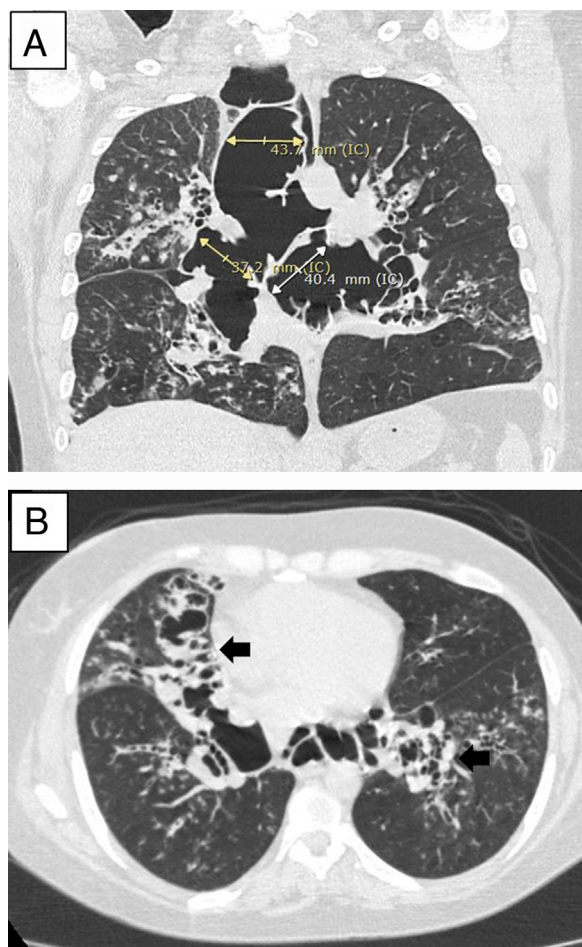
Tomografía computarizada torácica. A) Se evidencia dilatación traqueal y de ambos bronquios fuentes. B) Se muestran dilataciones del árbol bronquial asociadas a bronquiectasias.
